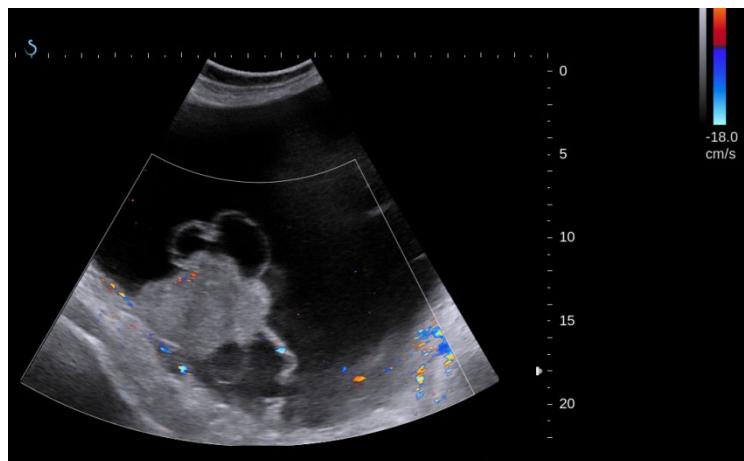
Ультразвуковое визуальное изображение опухоли с преобладанием анэхогенного жидкостного компонента больших размеров с эхогенным ограниченным компонентом, выявленного при УЗИ органов брюшной полости и малого таза
